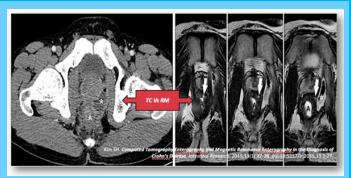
Algunas de las utilidades de la Resonancia Magnética, evaluación de la excavación pélvica: en Tomografía computada (imagen a la izquierda) se señala colección inespecífica en la grasa mesorectal (hora 1-2). En Resonancia magnética (derecha) se confirma y se identifica además la existencia de trayecto fistuloso.
